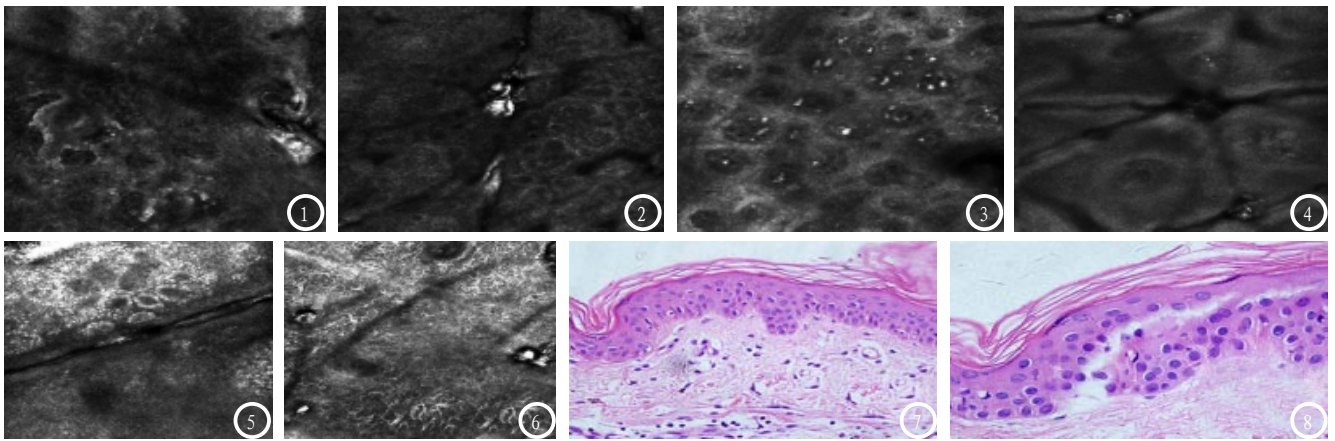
进展期白癜风皮肤CT表现。图1: 白斑区基底层色素环明显缺失, 有色素环残留; 图2: 皮损边缘部分色素环缺失, 边界模糊; 图3: 皮损边缘真皮浅层显示有高折光性细胞。图4-6 稳定期白癜风皮肤CT表现。图4: 基底层色素环完全缺失; 图5: 皮损边缘正常色素环完整; 图6: 皮损区毛囊周边有较多树突状黑色素。图7-8 进展期白癜风皮损组织免疫组化结果 (HE×400)。图7: 进展期白癜风皮损处有明显淋巴细胞浸润; 图8: 稳定期白癜风皮损处无淋巴细胞浸润。
